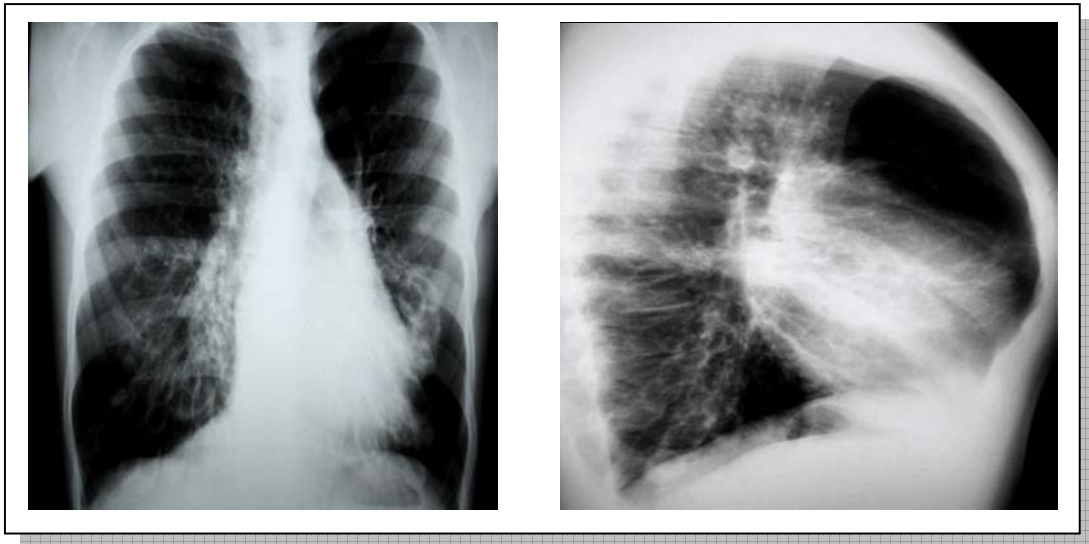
Hiperinsuflação pulmonar, em radiografia realizada no paciente de número 10 demonstrado por aumento dos espaços intercostais
